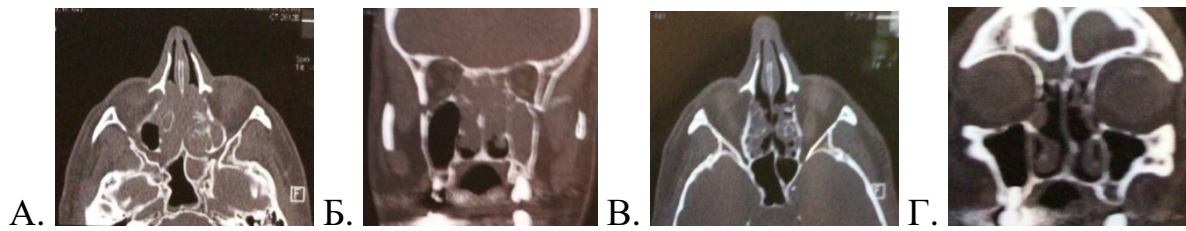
Компьютерная томография околоносовых пазух пациента 3-й группы: а, б – до лечения; в, г – через 3 месяца после начала лечения.
